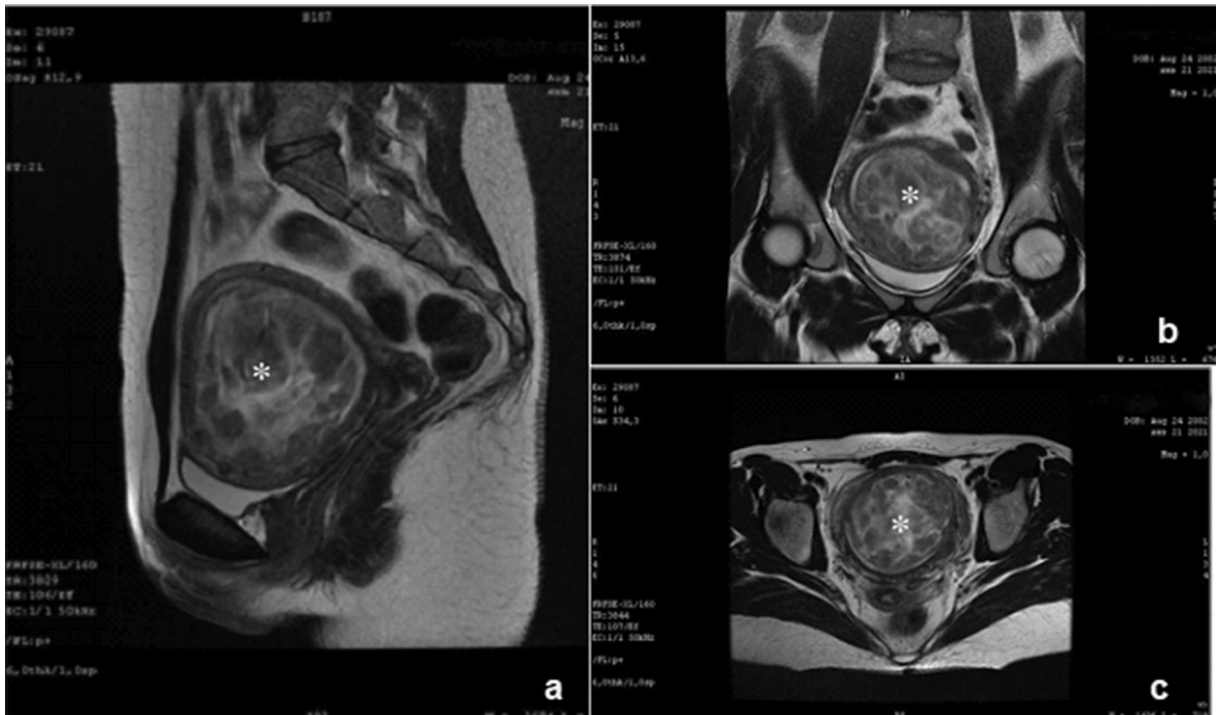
Imagistică prin rezonanță magnetică, proiecție (a) sagitală (b) frontală (c) axială: nod miomatos al corului uterin 6.9x7.1x7.5 cm (*)
